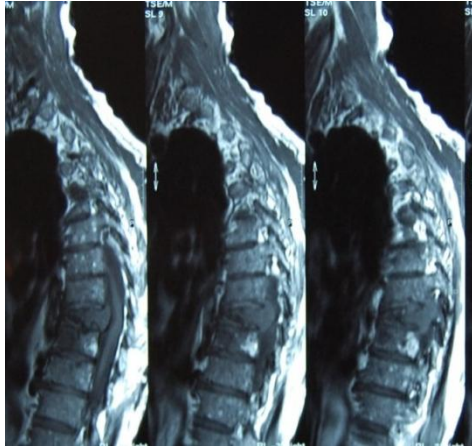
Imagen de corte sagital de RM en secuencia T2
